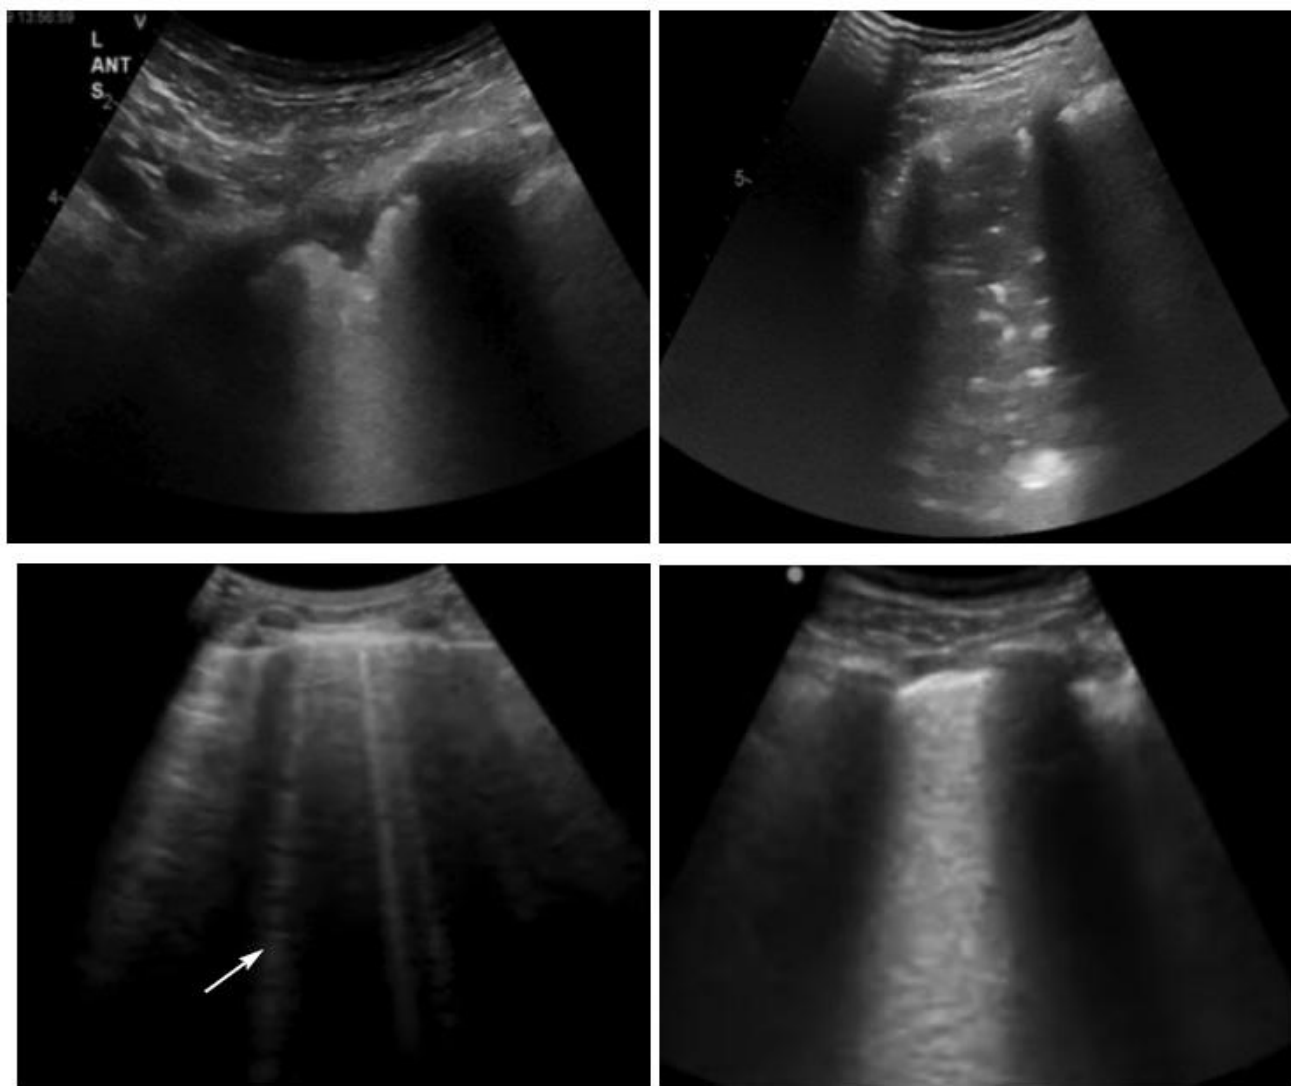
УЗИ легких при пневмонии
